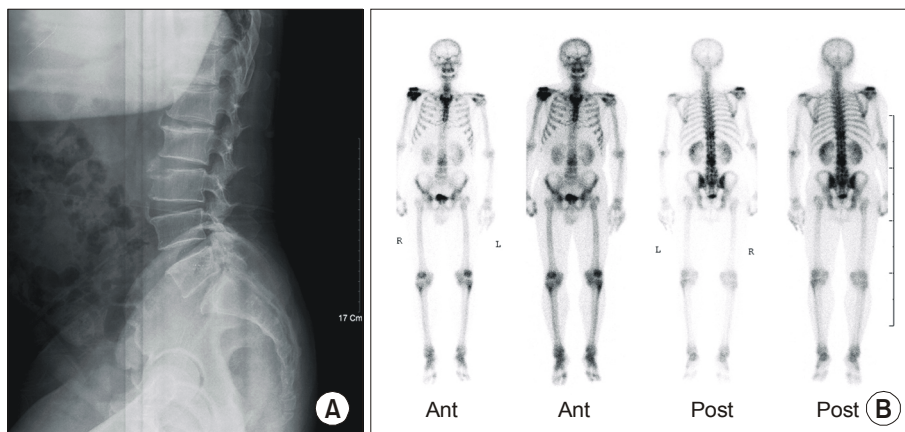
(A) X-ray shows L3 destructive lesion in the upper endplate, (B) Bone scan shows an abnormal increased uptake in the L3 body and SI joint.
